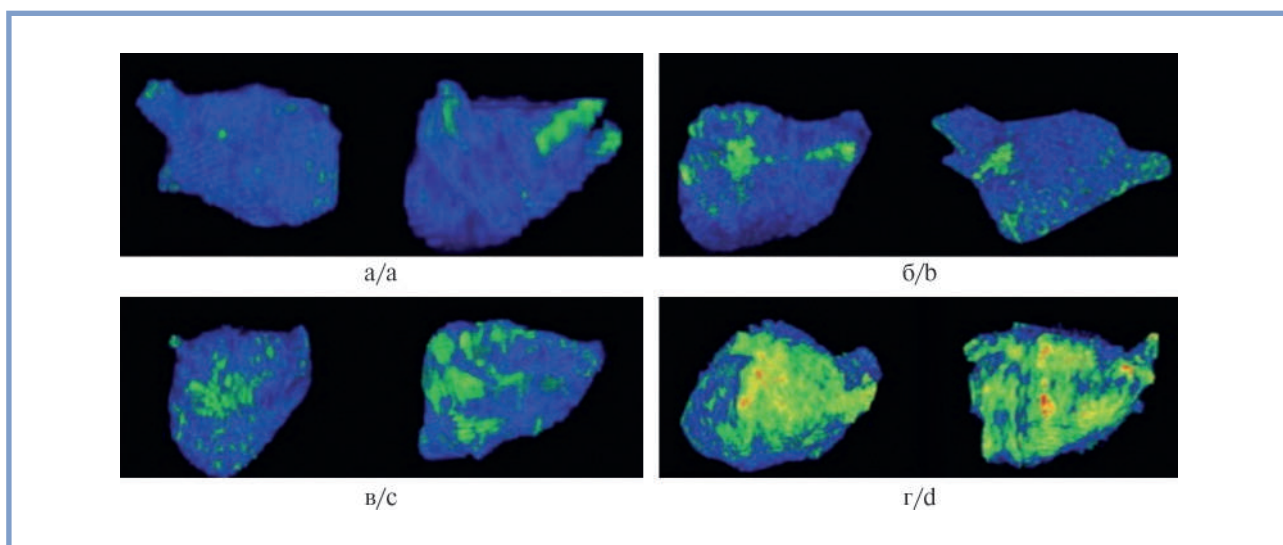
Трехмерная модель ЛП, полученная при помощи МРТ с отсроченным контрастированием, с картированными зонами фиброза (ярко-зеленый цвет) на всех 4 стадиях.
